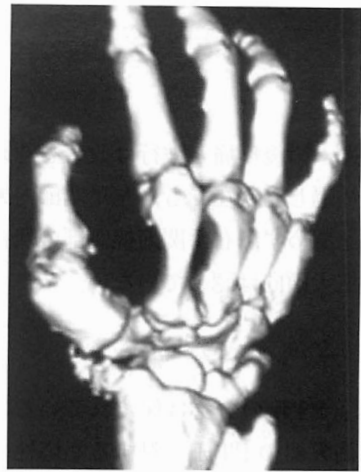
右手関節橈側部腫瘍の 3D-CT 像。腫瘍は足関節内果部腫瘍と同様に不規則な形で分節化していた。
